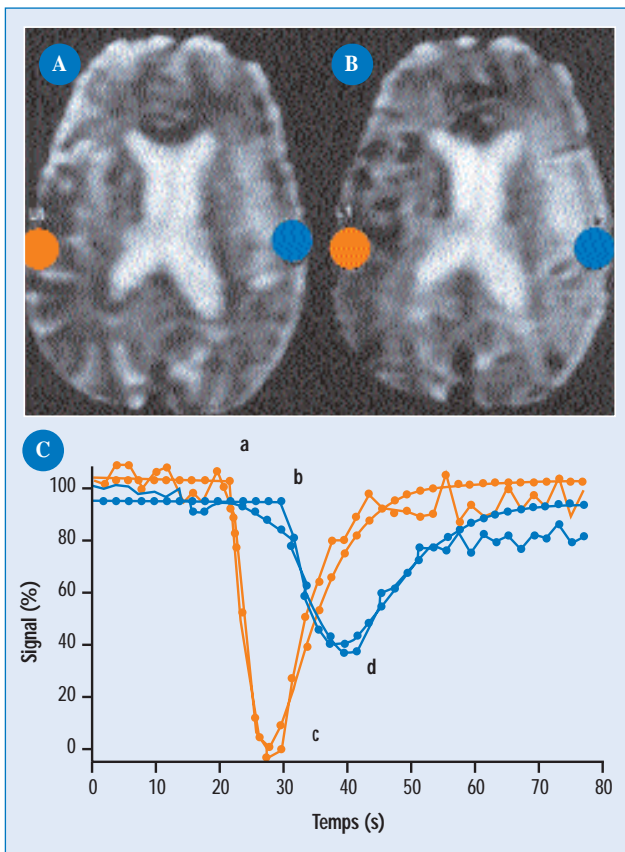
IRM : image pondérée en perfusion, avant (A) et durant (B) le passage du bolus de gadolinium provoquant une chute de signal (C) analysée dans deux régions d'intérêt (cercles orange et bleu) durant 80 secondes. Noter, en région pathologique (courbe bleue), le retard à l'arrivée du gadolinium (a et b), et la chute modeste du signal. L'aire sous la courbe représente le VSC. TTM = durée de passage du gadolinium. DSC = VSC/TTM. Il faut préciser qu'il s'agit de paramètres relatifs, multiples outre que le TTM, le temps de pic : TTP (c et d), le temps d'arrivée du bolus. La diversité de ces paramètres doit être prise en compte pour l'interprétation des cartographies de perfusion. Selon le paramètre utilisé, une majoration ou une sous-estimation de l'anomalie de la perfusion peut être observée.
